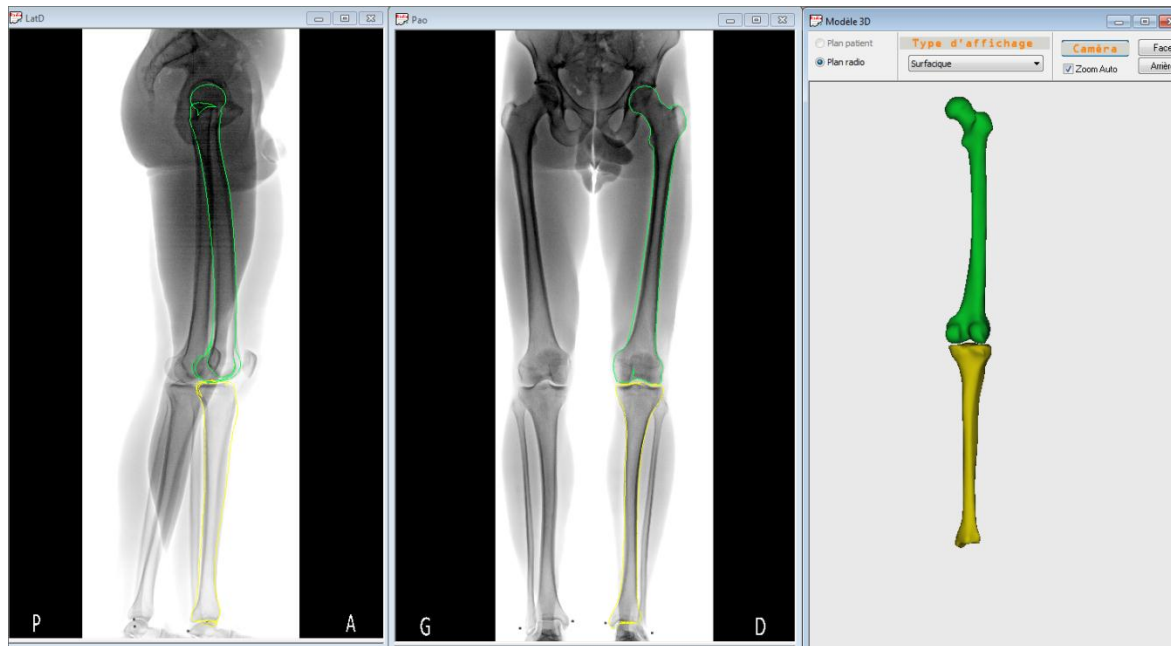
Exemple de solution initiale obtenue avec la nouvelle approche. A gauche, solution initiale retro-projetée sur les radiographies biplanes. A droite, solution initiale 3D.
